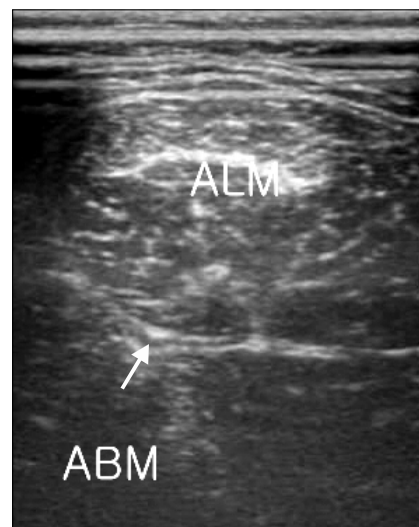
Ultrasound image: Obturator nerve (arrow) is located between adductor longus muscle (ALM) and brevis muscle (ABM).
